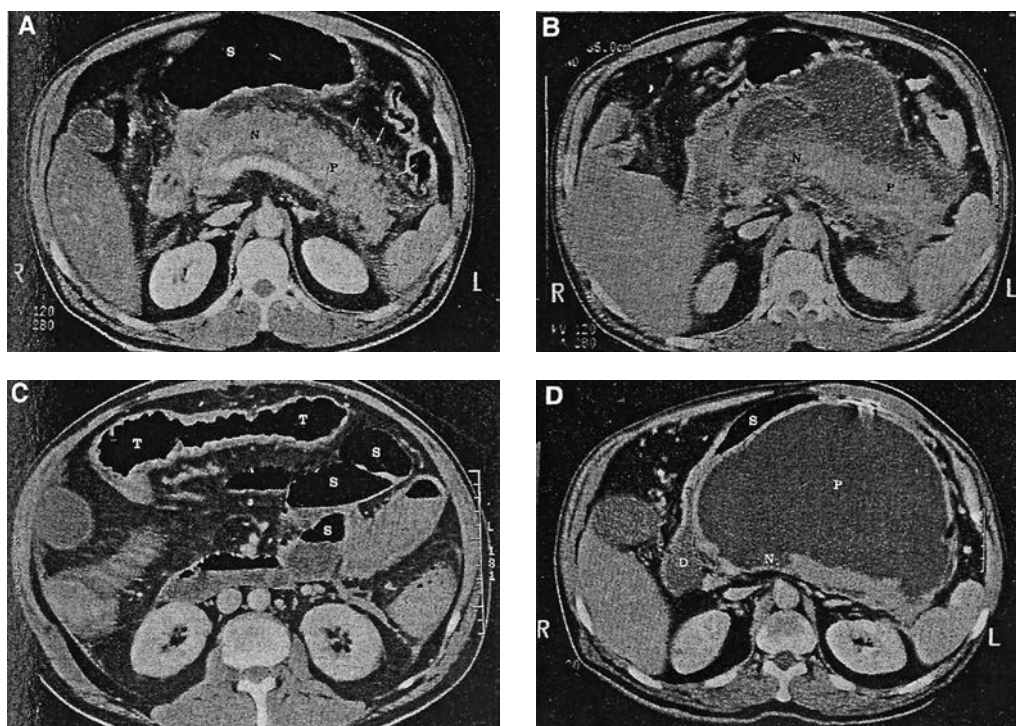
Necroză pancreatică cu dezvoltarea unui pseudochist, ileus și inflamarea colonului la un bărbat de 38 de ani. A-La internare, CT indică pancreas mărit cu inflamare peripancreatică, lichid (N=necroză, P=pancreas, S=stomac), B-Necroză lichefiată 9 zile mai târziu cu o colecție lichidiană parțial încapsulată în bursa omentală, C-Anse dilatate ale intestinului mic cu colon transvers haustral (S=Intestinul subțire T=Colon transvers), D-5 săptămâni mai târziu, un pseudochist pe deplin încapsulat în bursa omentală, necroză lichefiată la nivelul istmului pancreatic (D=Duoden, N=necroză, P=pseudochist, S=Stomac)
